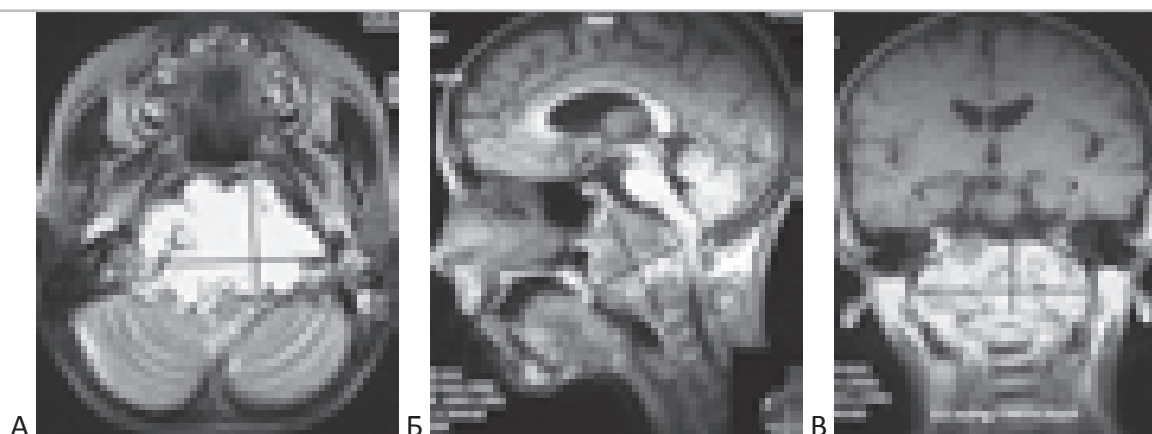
МРТ хордомы основания черепа. Гигантская хордома основания черепа, разрушающая скат, распространяющаяся на область краниовертебрального сочленения (вниз до С2), сдавливающая стволовые структуры мозга, растущая в ротоглотку. Опухоль имеет неоднородный гиперинтенсивный сигнал в T2 (А), гипоинтерсивный в T1 (Б), неравномерно накапливает контрастное вещество (В).
